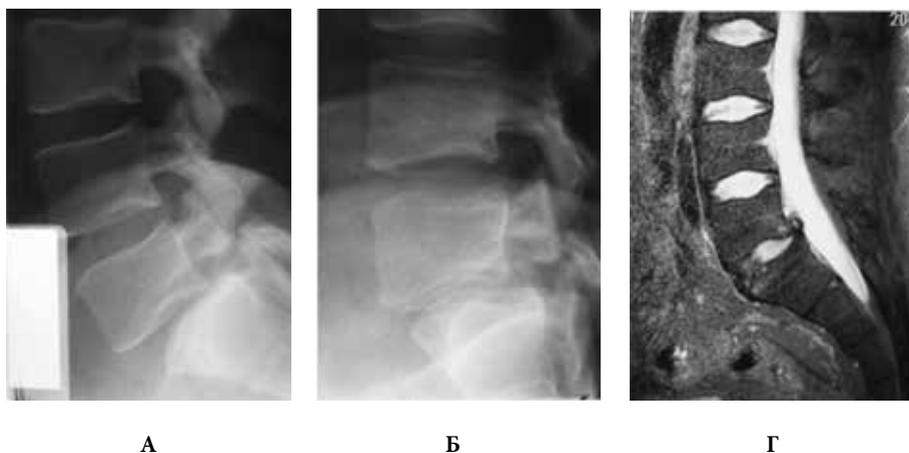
Снимки больного Л.: а – боковая рентгенограмма (разгибание) до операции, б – боковая рентгенограмма (сгибание) до операции, в – МРТ (сагиттальный срез) до операции
